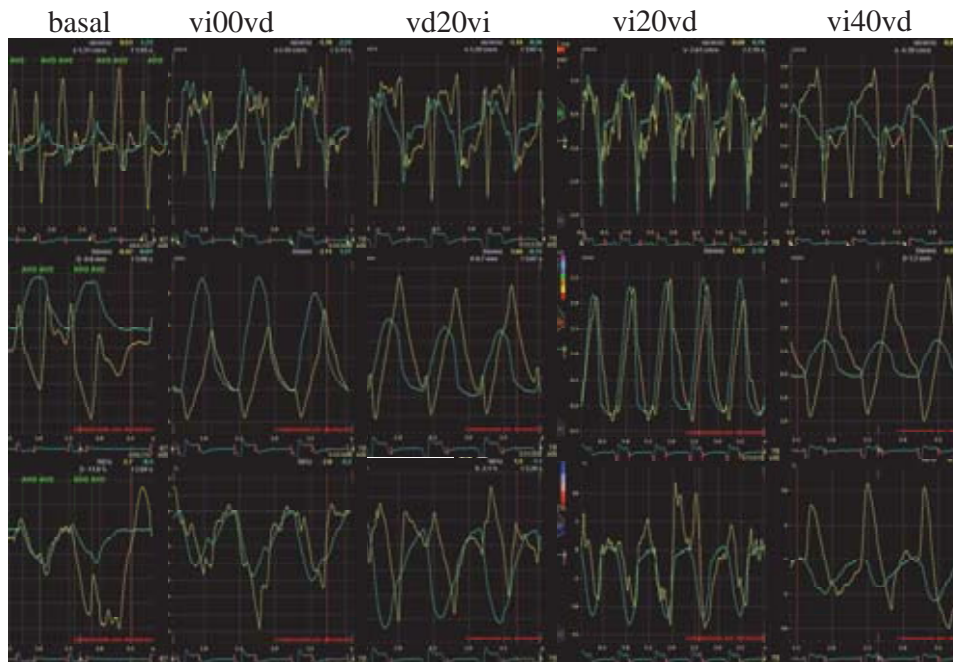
Optimización ecocardiográfica del intervalo VV mediante parámetros de asincronía intraventricular. Se muestran las curvas de los segmentos basales del septo (amarillo) y la pared lateral del ventrículo izquierdo (verde) en un plano apical de cuatro cámaras de diferentes parámetros basados en el Doppler tisular. Arriba Doppler Tisular, en medio Tissue Tracking, abajo Strain rate. Una anticipación de la estimulación ventricular izquierda de 20 ms muestra la contracción ventricular más sincrónica en relación a todos ellos (cuarta columna).
